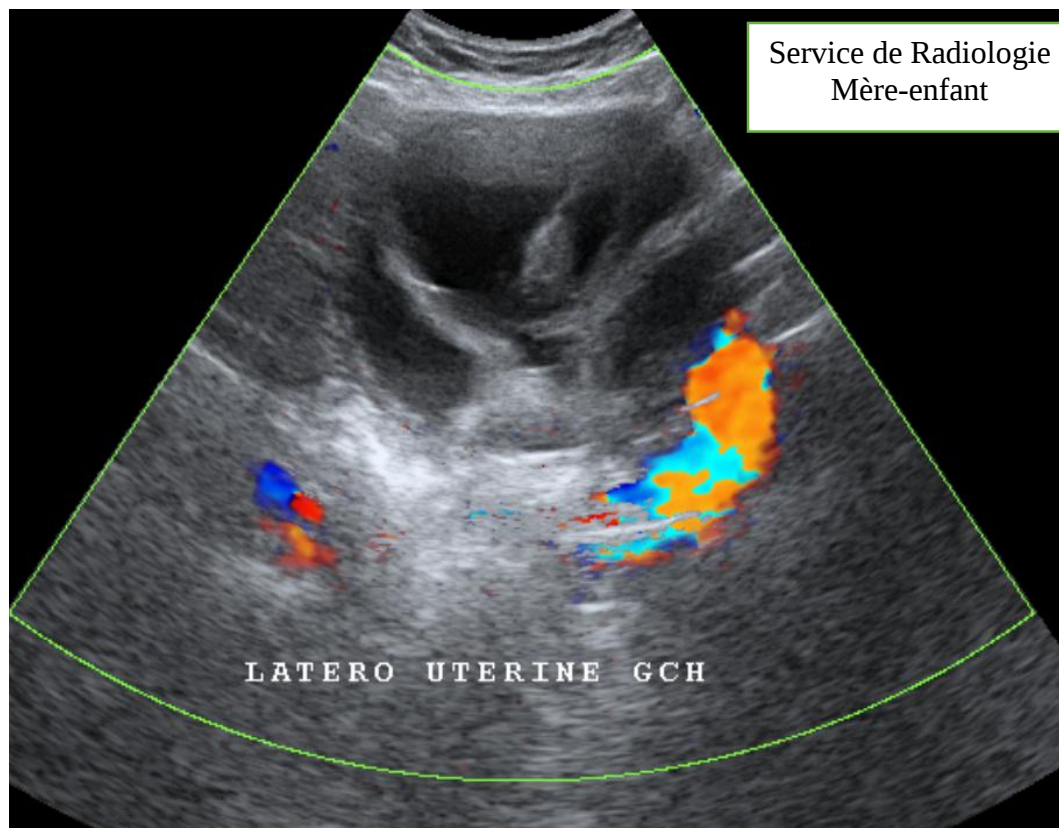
Échographie Doppler pelvienne montrant une lésion ovarienne droite non dopplérisée
